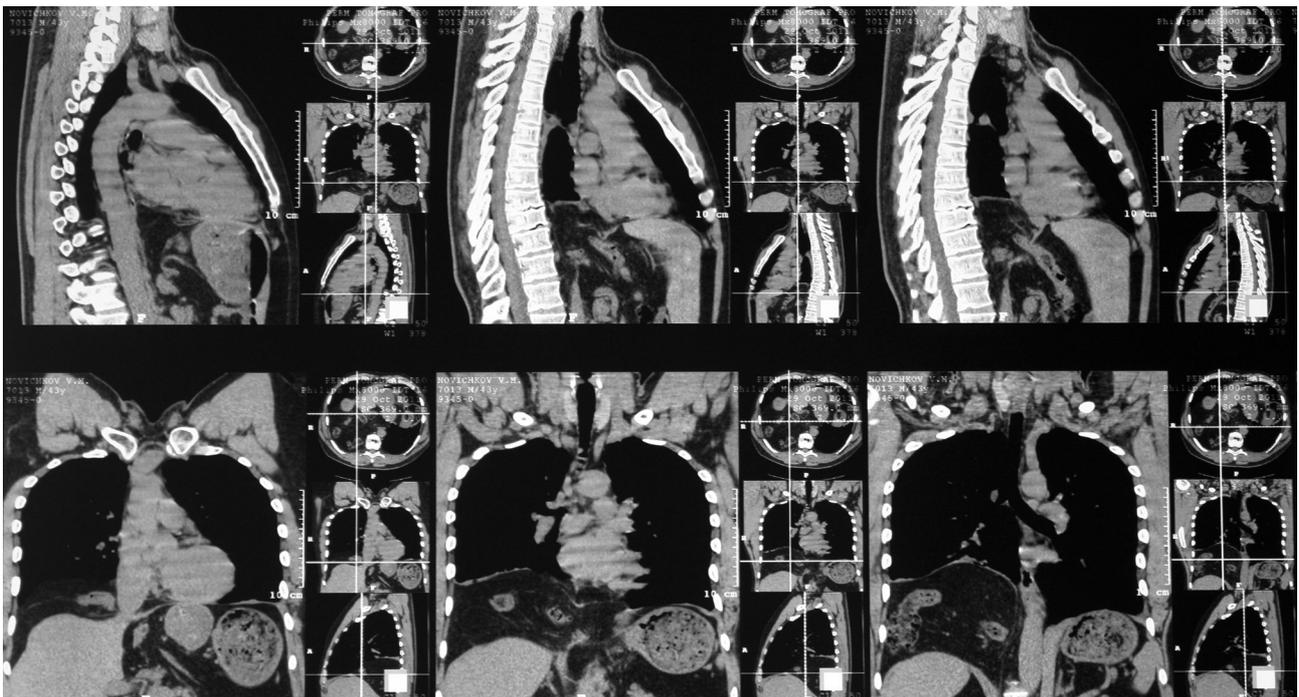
Компьютерная томография больного Н. 29.10.2011 г., реконструкция
